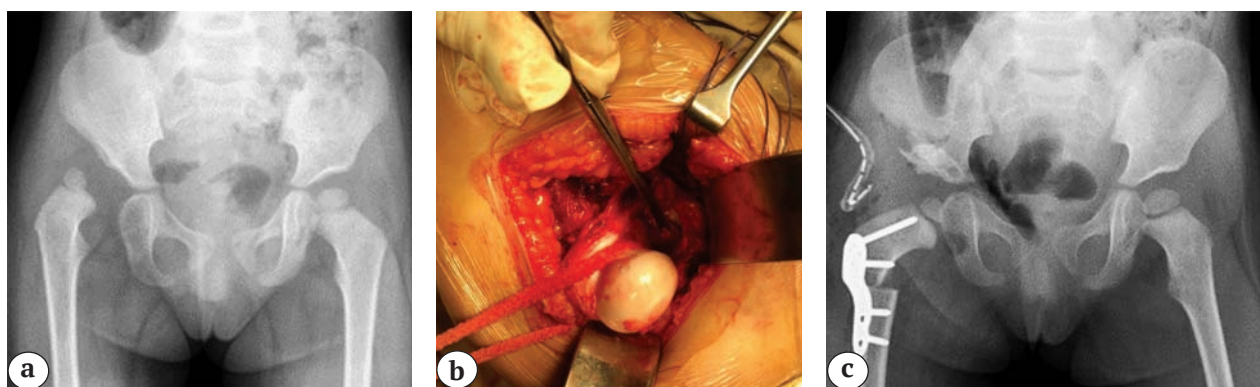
Хирургическое вмешательство: а — рентгенограмма до операции: визуализируется вывих правого тазобедренного сустава (IV степень дисплазии по классификации IHDI); б — хирургический доступ; в — рентгенограмма после операции: вывих правого тазобедренного сустава устранен, выполнена варизирующая остеотомия бедренной кости, фиксация 2,7 мм LCP пластиной и ацетабулопластика по Dega
